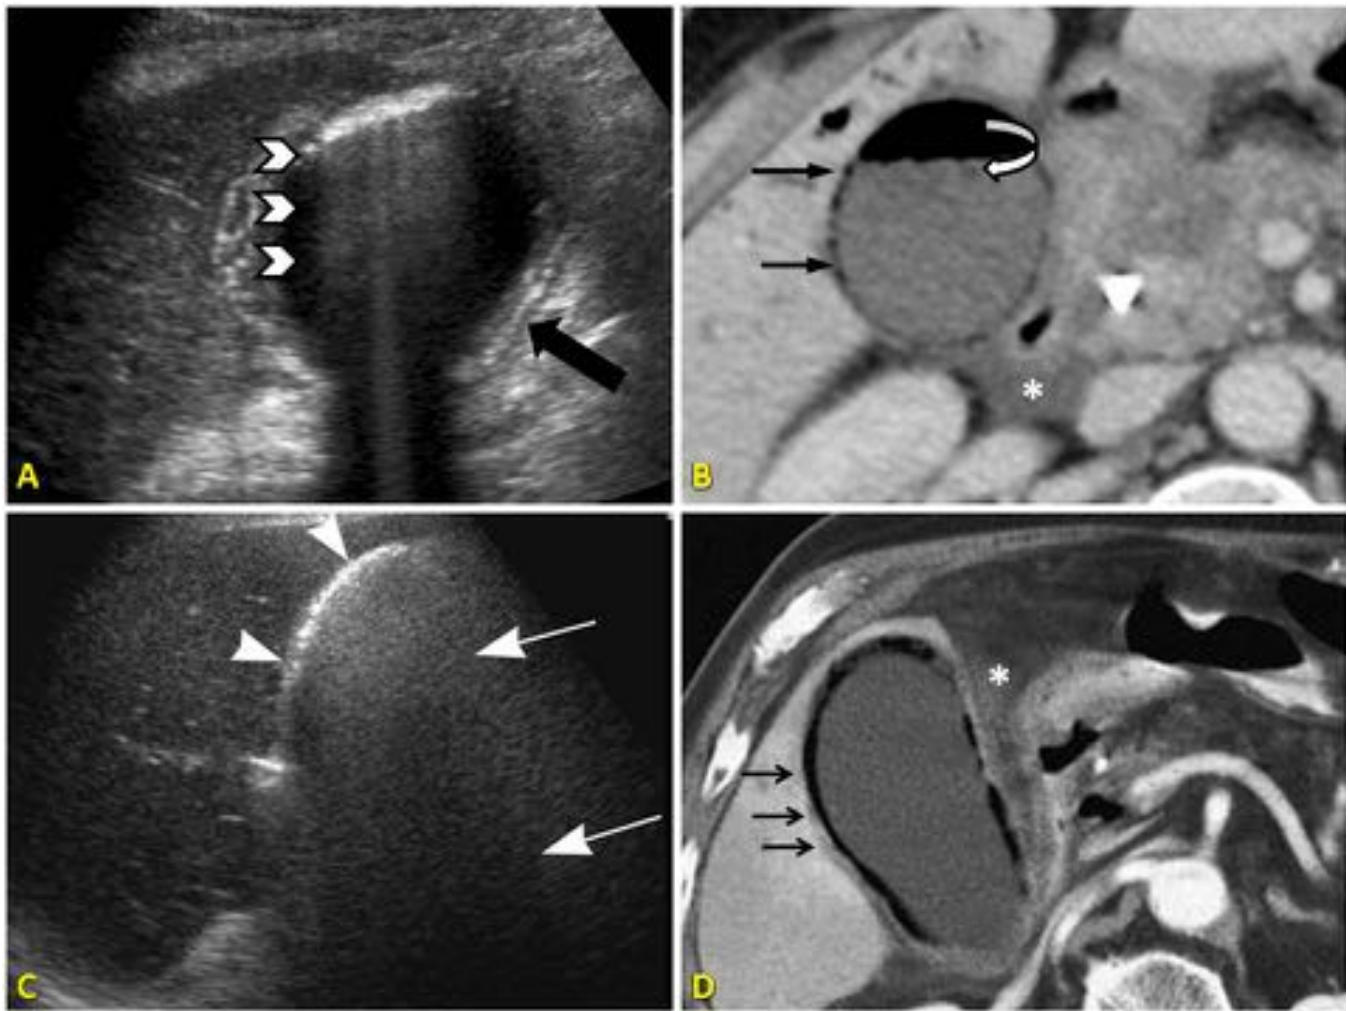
CA enfisematosas: Ecografía en plano axial (A y C), muestran vesícula distendida, edema de pared (flecha negra) y artefacto de reverberación (cabezas de flecha, con sombra “sucia” en C-flechas largas), compatible con gas intramural / intraluminal. Imágenes axiales respectivas de TC abdominopélvico con CIV (B y D) que confirman la presencia de gas intramural (flechas negras), e intraluminal formando un nivel aire/bilis (flecha curva). Incluyen aerobilia y líquido perivesicular (asterisco).
